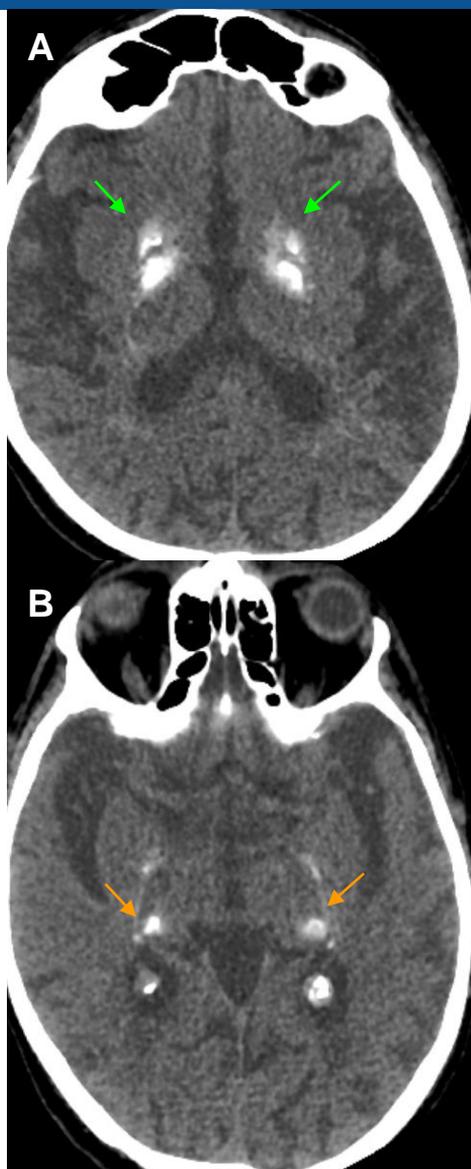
Tomografía de cerebro sin contraste. TC muestra calcificaciones difusas a nivel de los ganglios de la base flechas verdes en (A) y a nivel talámico bilateral flecha naranja en (B).
